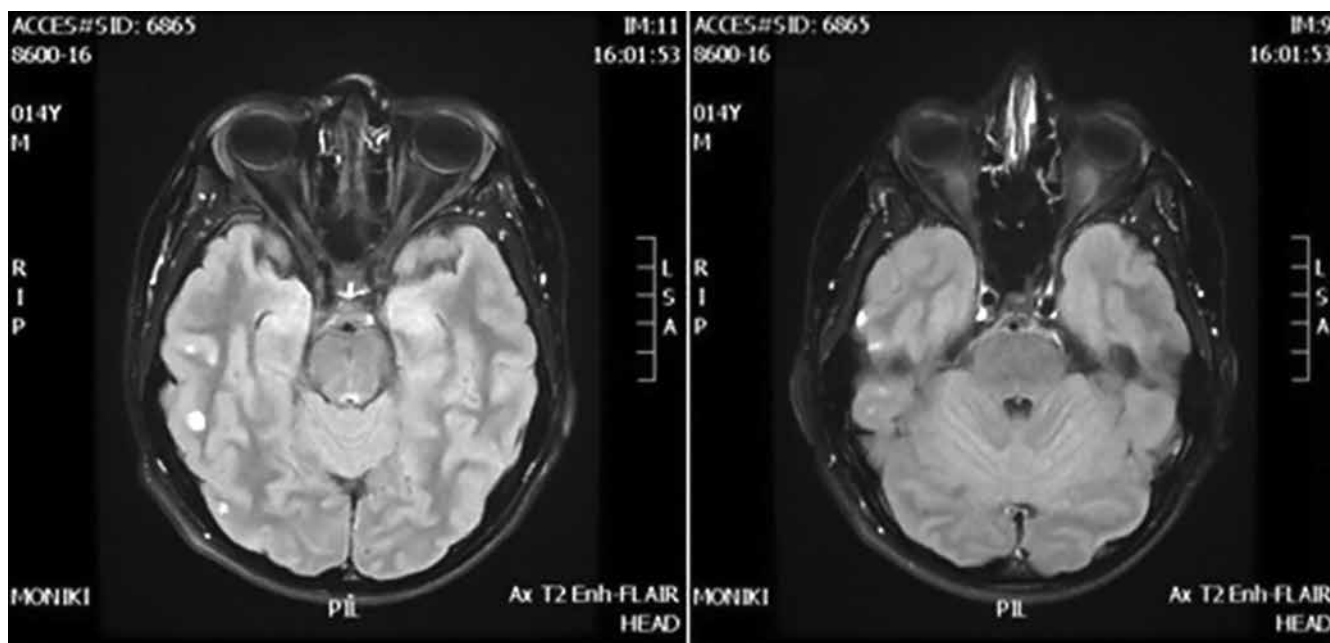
Пациент В., 14 лет, магнитно-резонансная томография головного мозга, режим T2-FLAIR: визуализируются мелкие очаги в кортикальной пластинке теменной и височной долей
